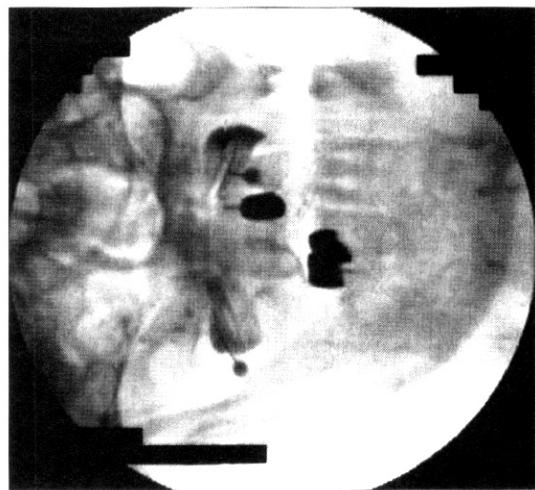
Anteroposterior view radiograph shows the contrast enhanced atlantoaxial joint.
